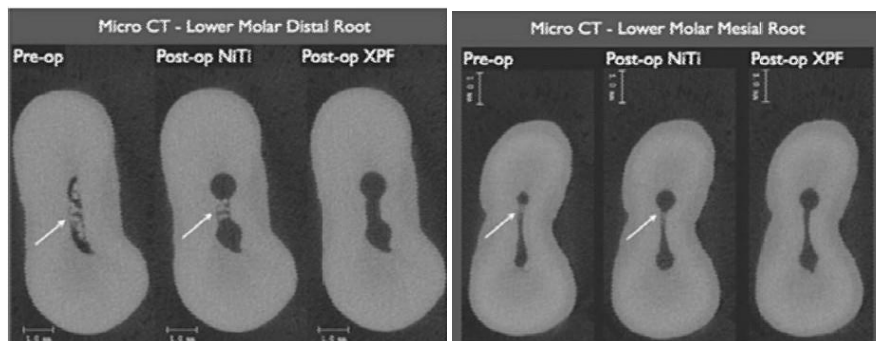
Images venant d'un micro-CT montrant l'efficacité du XP-endo sur l'élimination des débris et des bactéries.
